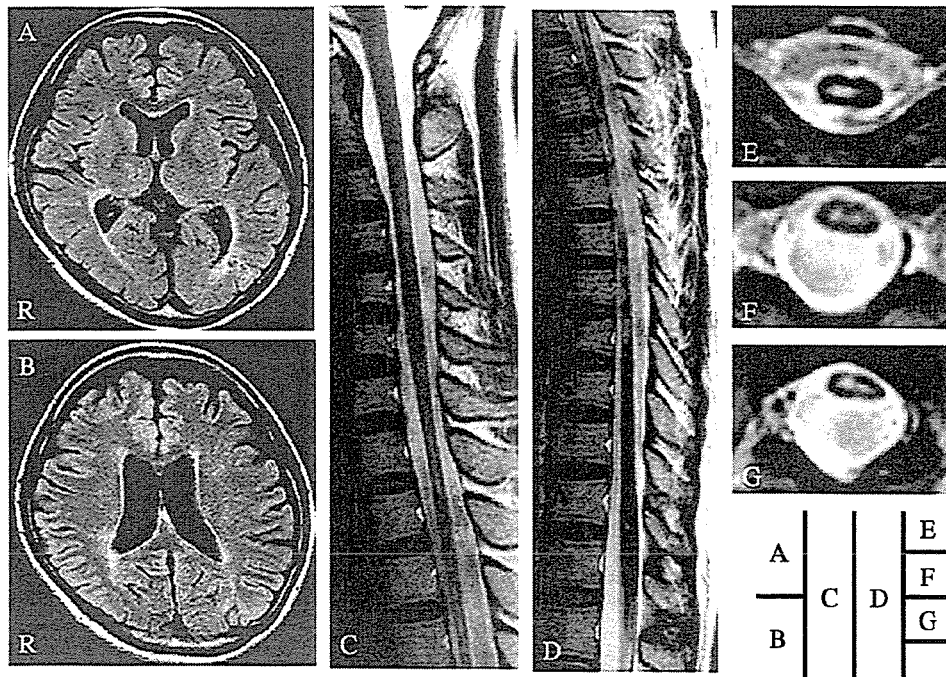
Representative brain (A, B) and spinal cord MRI (C–G) of a typical OS-MS patient at relapse (disease duration: 4 years). No lesion is visible on T2-weighted axial images of the brain. Longitudinally extensive spinal cord lesion at Th2 to 7 spine levels is shown in T2-weighted sagittal (C, D) and axial (E–G) images of the spinal cord (E: Th1, F: Th3–4 and G: Th4–5 spine levels).
